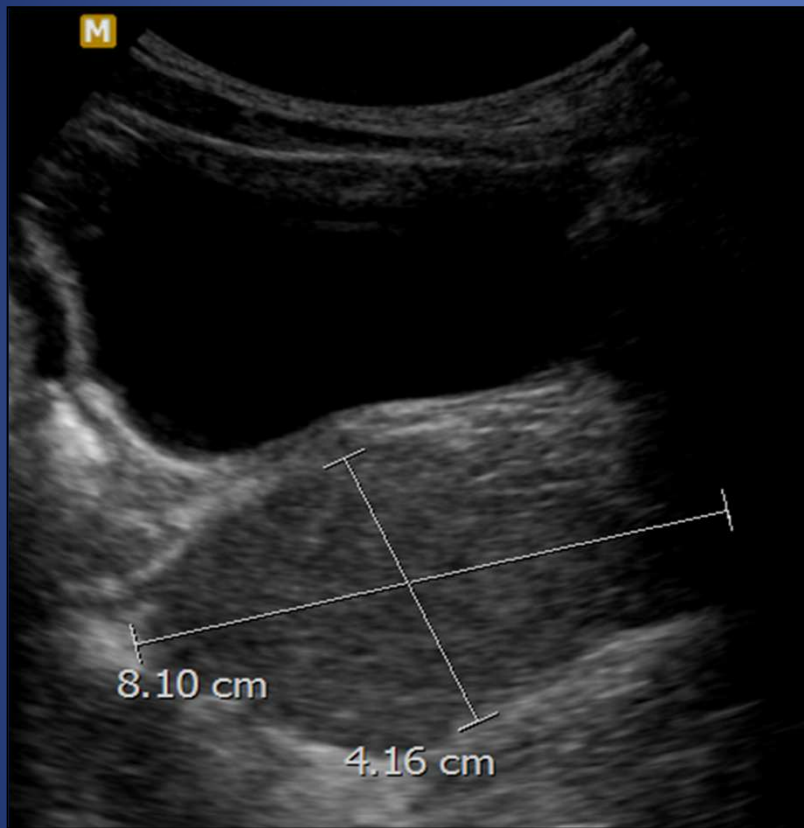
Ecografía pelviana muestra próstata globulosa, de bordes bien definidos.
